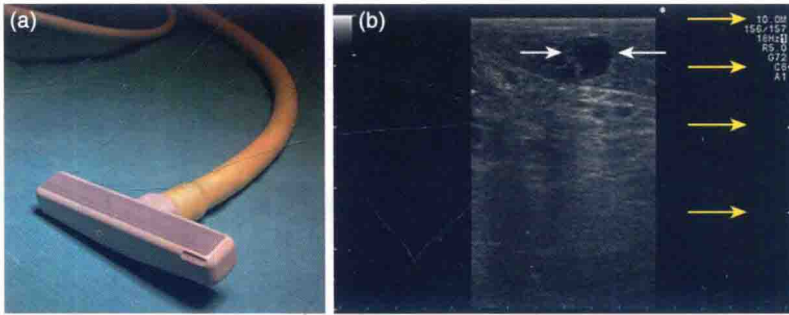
a:T 型线阵探头的扫描面(Hitachi-Aloka Medical;Tokyo,Japan);b:扫描区域与小病变区(囊肿)的显示;高频(5~10MHz)超声探头具有高分辨率和低功率的超声穿透力,但探查范围相对有限。在精确的频率(10MHz)条件下,从上到下的黄色箭头显示三个不同的病灶水平
